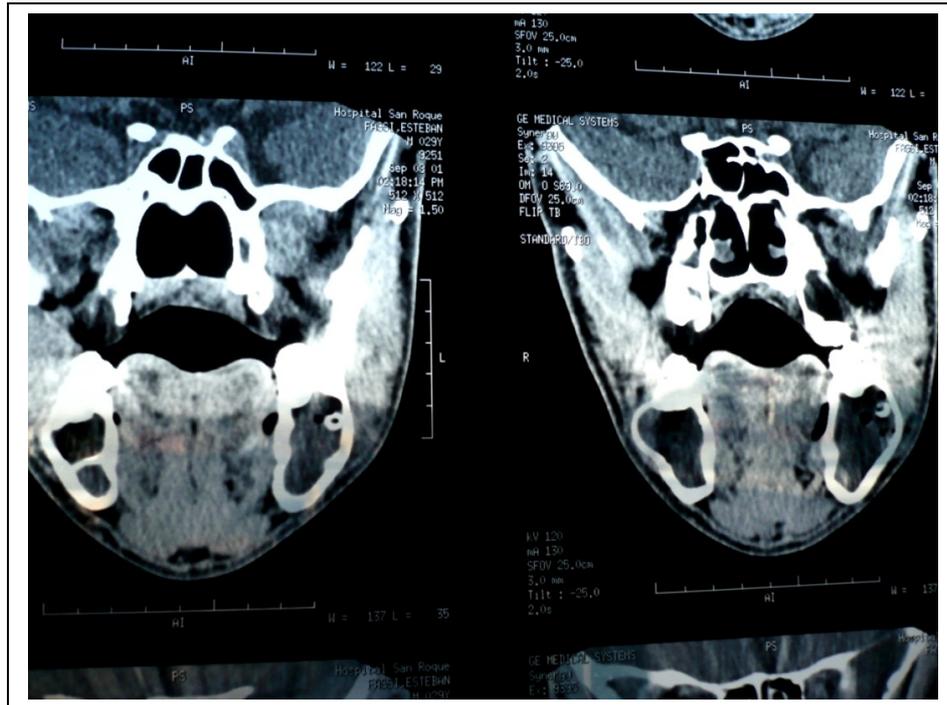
Lesión expansiva ósea de maxilar inferior por *Actinomyces spp*; con conservación de la cortical en imagen de TAC.
